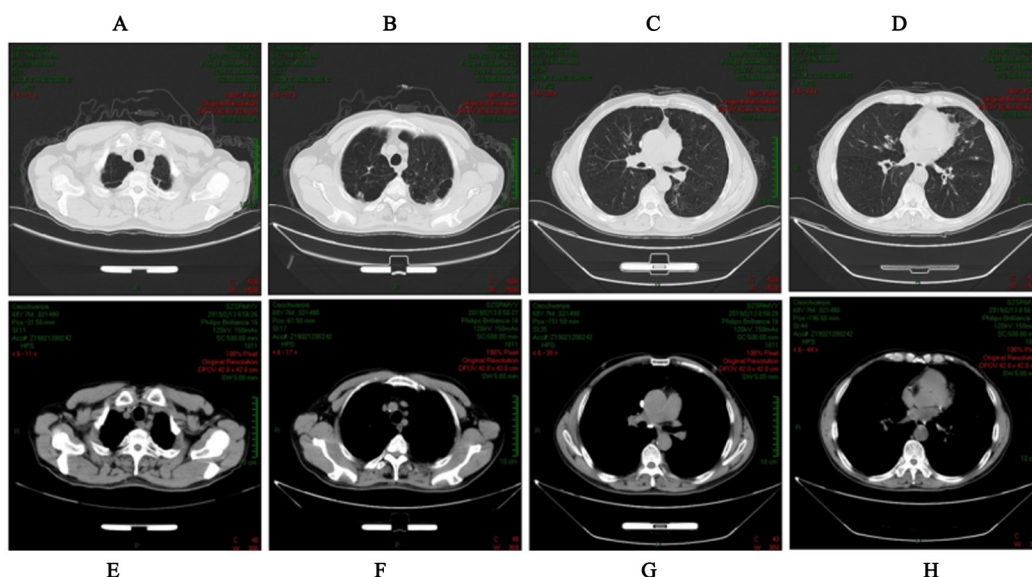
患者2018-02-09接受纳武单抗联合化疗治疗后脊柱、胸壁和纵膈部位CT影像
